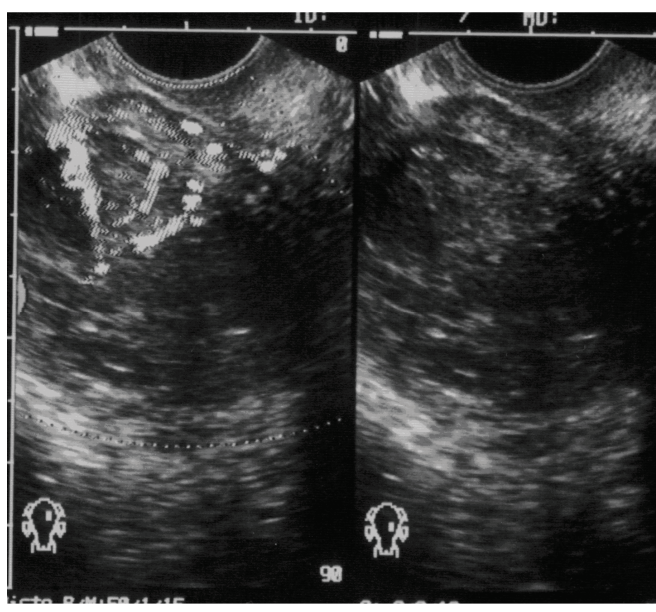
Ультразвуковая томограмма больной ЛМС, выполненная трансвагинальным доступом в поперечной плоскости.
